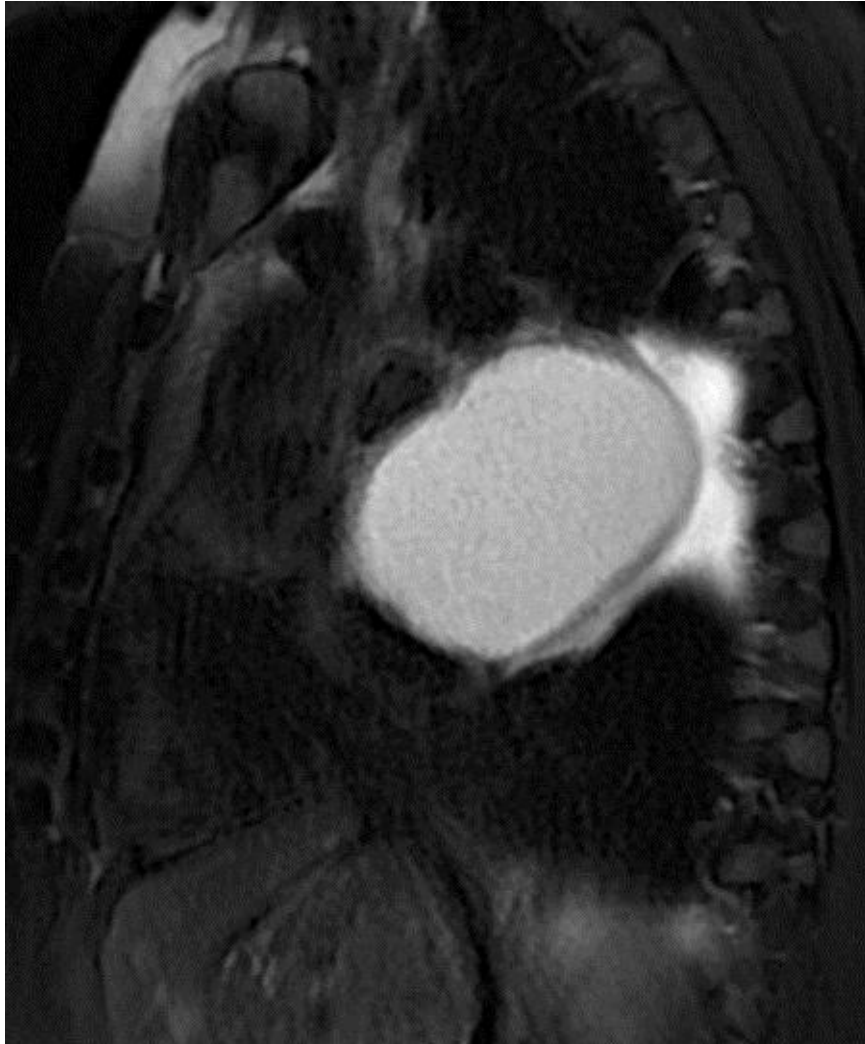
Image KYSTIQUE, LIQUIDIENNE +++ En TDM →
